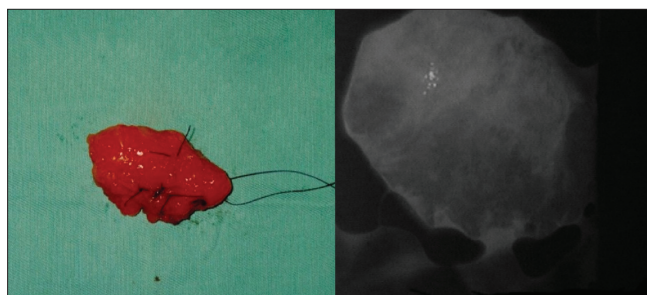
Marcação das margens cirúrgicas e radiografia da peça para controle da exérese da lesão.
